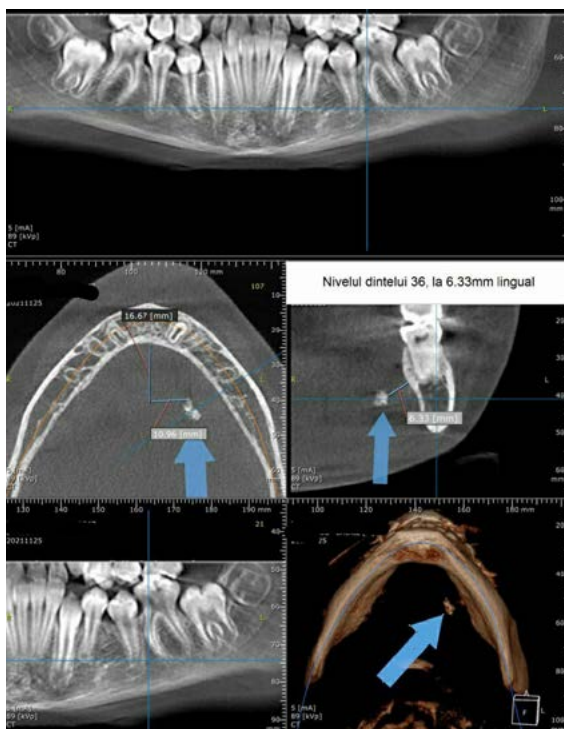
Рентгенологическое обследование. Конкрементозное образование справа.
